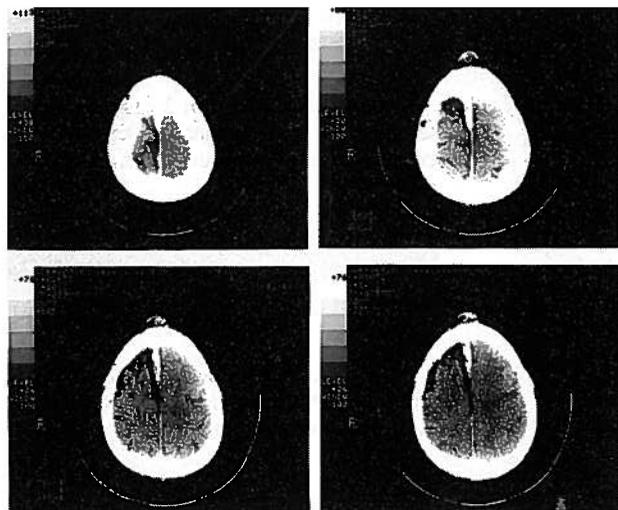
Caso 2. TAC com contraste. Tumefacção epicraniana; área de atrofia cerebral focal, frontal anterior à direita
